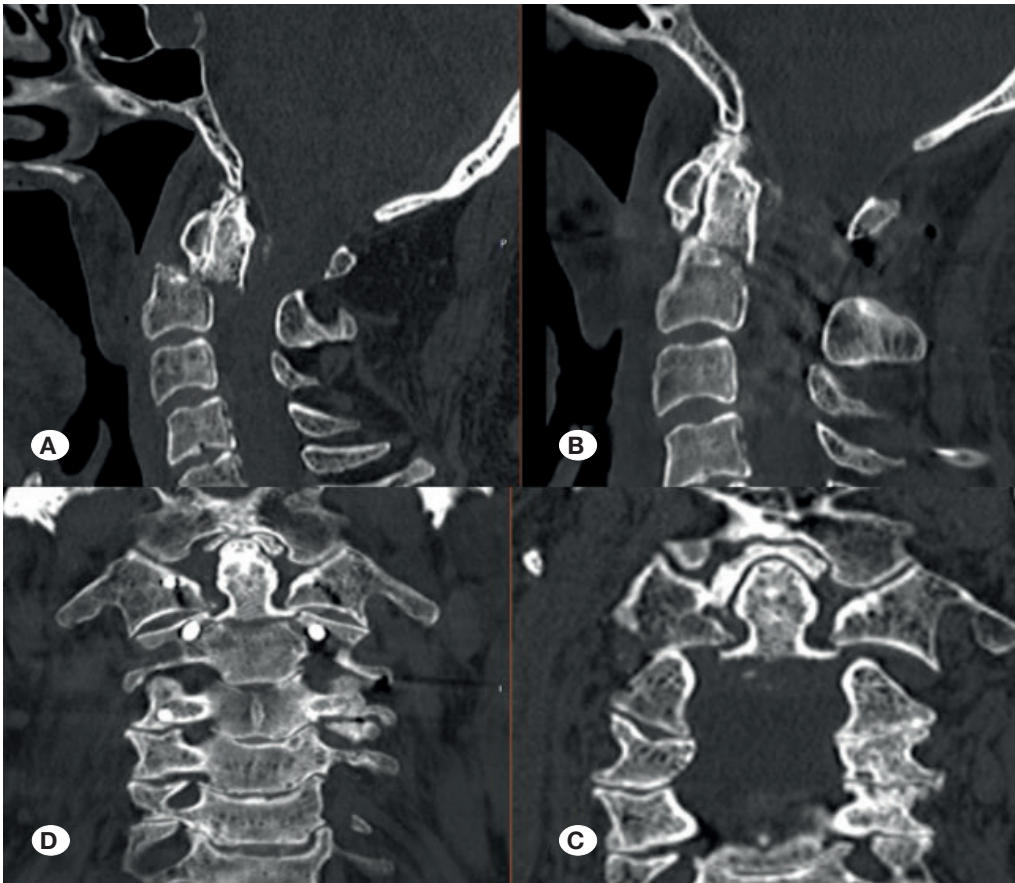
Anterior odontoid vida fiksasyonu yapılan Tip II odontoid fraktürü BT'leri.
